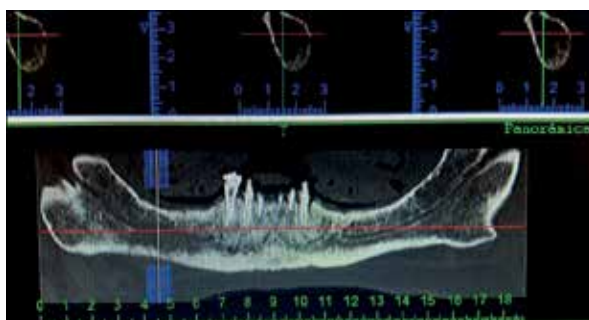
Corte panorámico de tomografía computada. Obsérvese pérdida en la continuidad del conducto del nervio dentario inferior y trabeculado óseo no homogéneo en zona posterior derecha.
